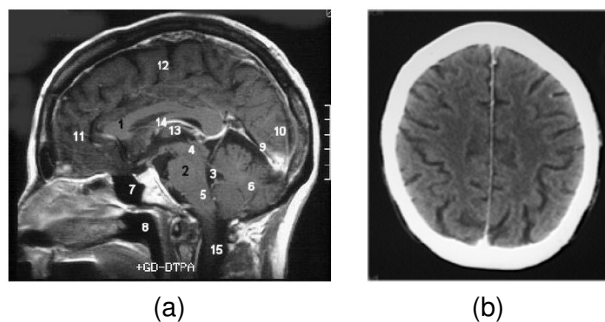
Tomografias Computadorizadas: Raio X (a) e Axial (b) [19].
